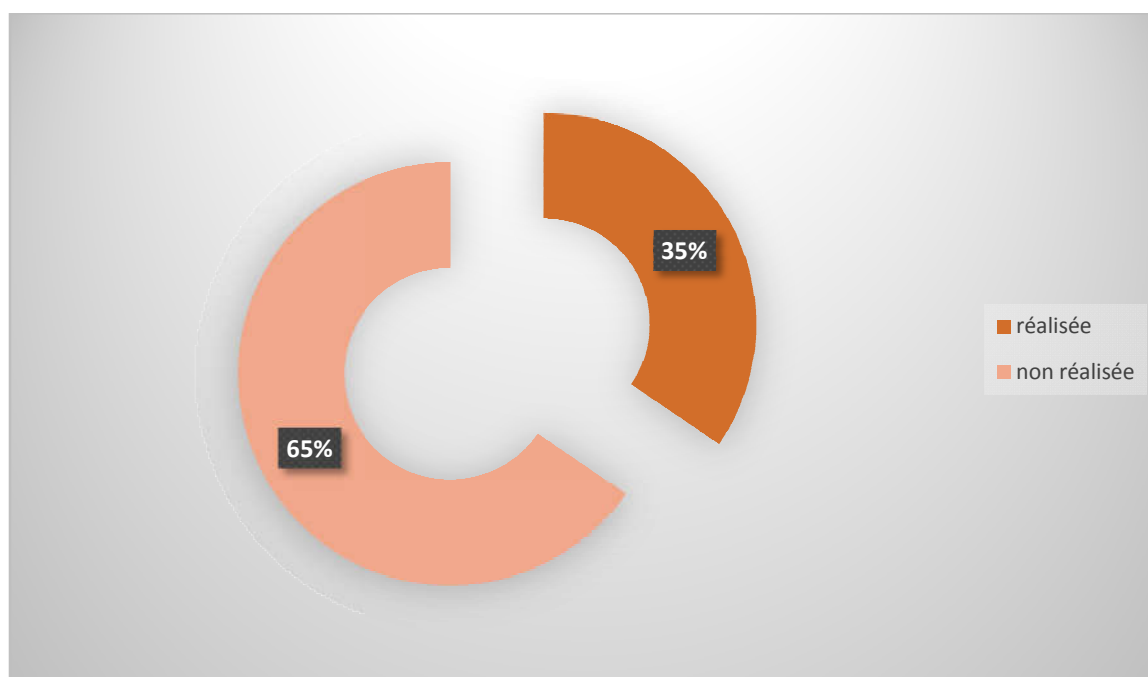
Répartition de la population en fonction de la réalisation radiographique.
